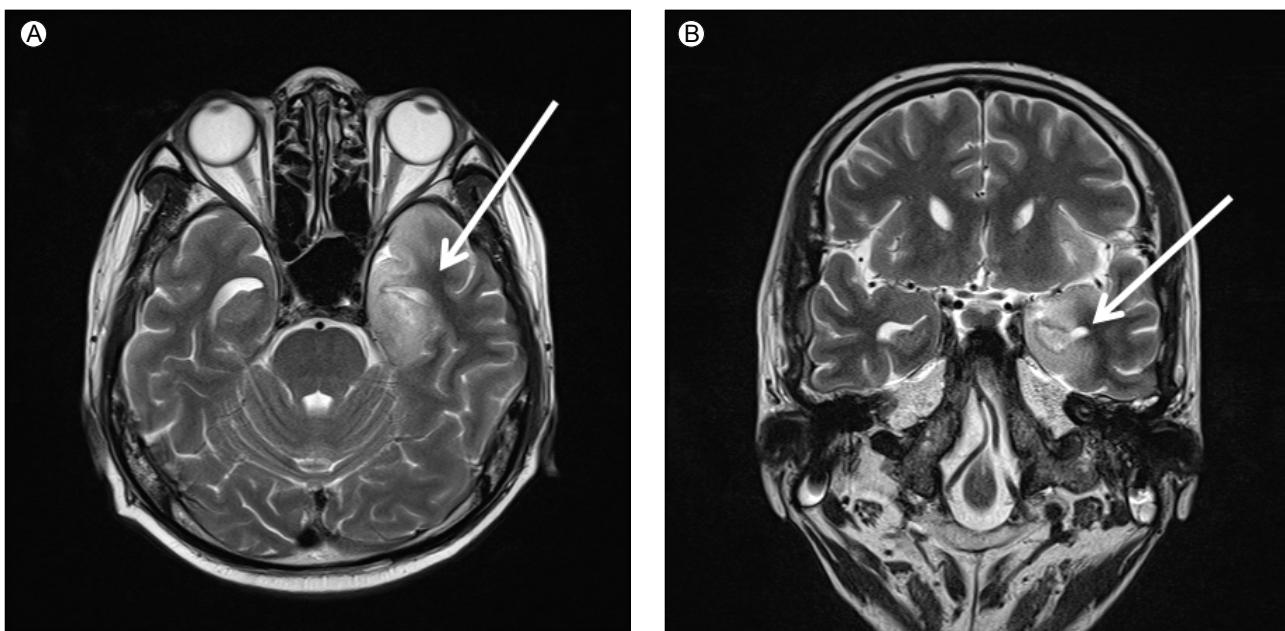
Five days after symptom development. Brain magnetic resonance image (A, T2 weighted axial image; B, T2 weighted coronal image) shows cortical swelling with loss of the gray-white matter junction, leptomeningeal enhancement, and diffusion restriction in the left temporal lobe and left hippocampus, without hemorrhage (arrows).
